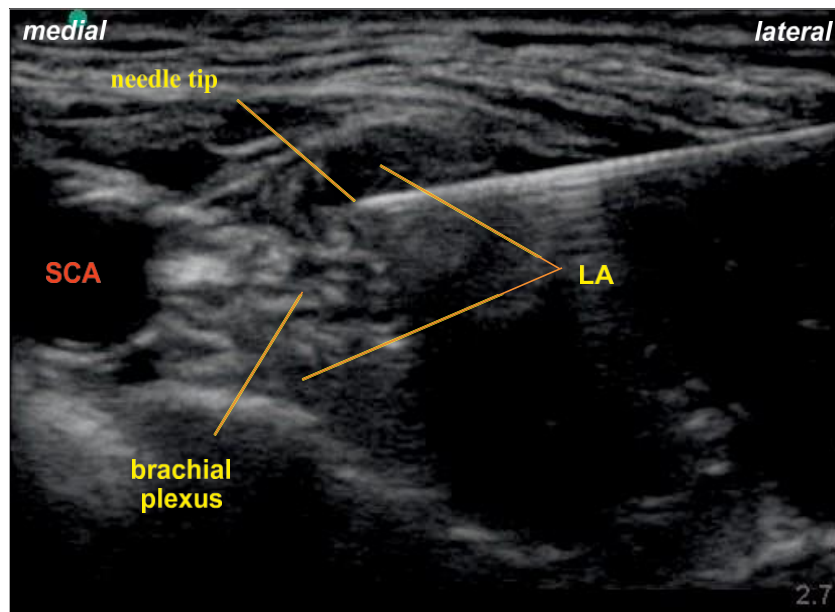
Image échographique dans le plan montrant la redirection de l'aiguille vers la zone superficielle du plexus et le plexus brachial entouré de l'anesthésique local.
